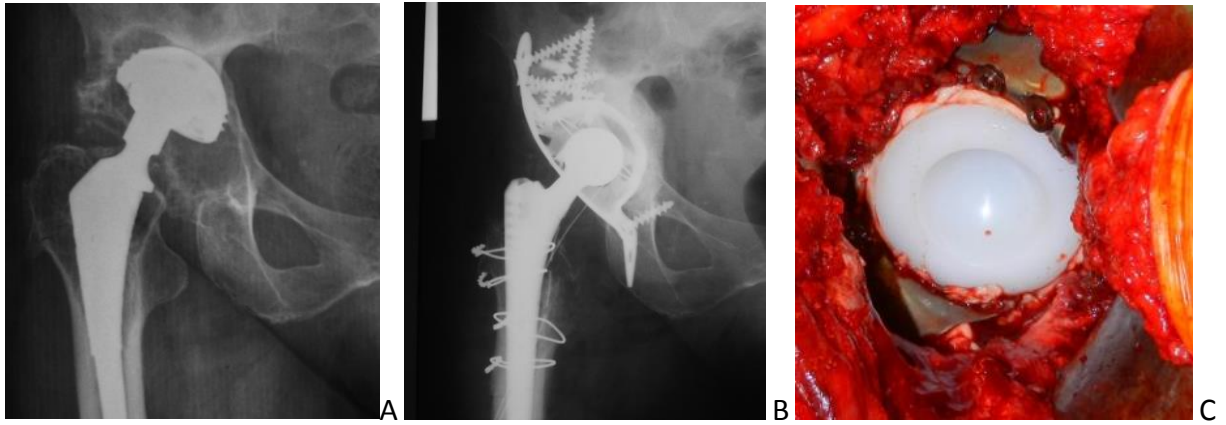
А. Рентгенограммы пациентки В., 60 лет. Асептическая нестабильность вертлужного компонента эндопротеза правого тазобедренного сустава, обширный остеолит. В. Рентгенограммы после ревизионного эндопротезирования (массивная костная пластика дна вертлужной впадины губчатыми аллотрансплантатами, установка реконструктивного кольца типа Бурх-Шнайдера и полиэтиленовой чашки ЭСИ). С. Внешний вид установленного вертлужного комплекса.
